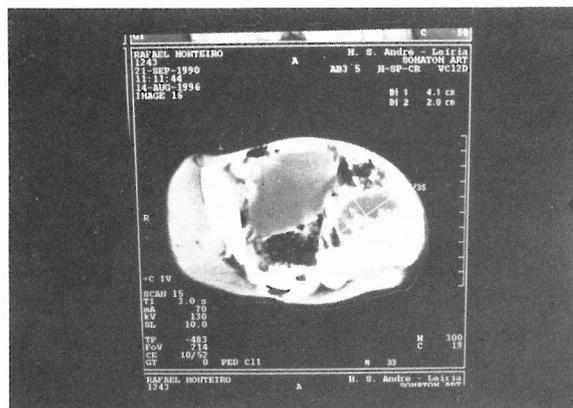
TAC abdominal evidenciando alargamento do psoas esquerdo e colecção líquida septada compatível com abscesso.
